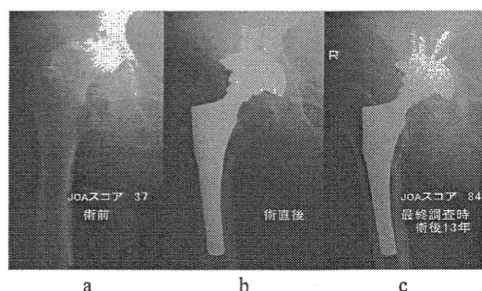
症例1 a 術前X線 b 術直後X線 c 最終調査時X線
